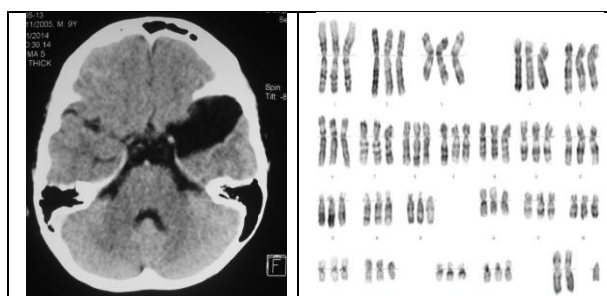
Tomografía de cráneo que muestra esquizencefalia de labio abierto izquierda y 1B cariotograma de piel oscura.*
